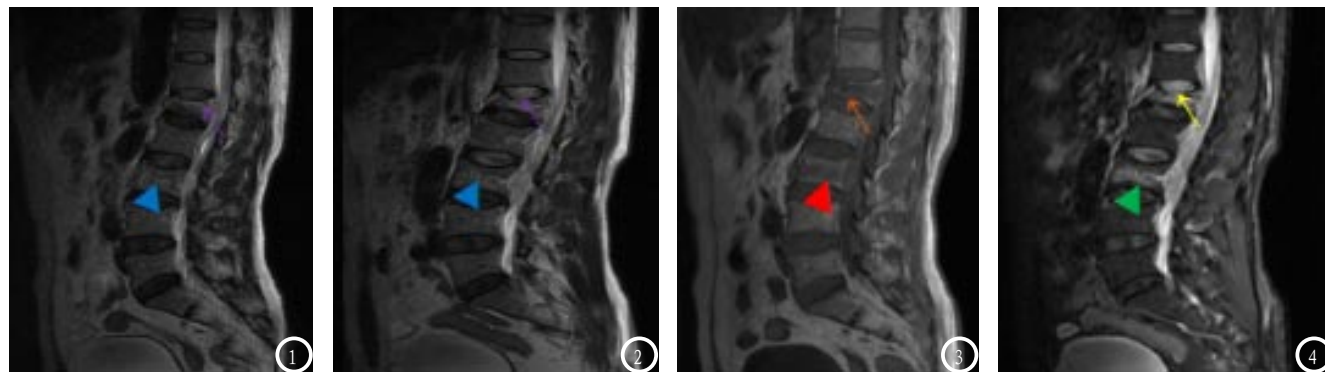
MRI矢状位T2WI图像示L1、L3椎体压缩变扁；图2 T2WI显示病变椎体内局部骨质呈长T2信号改变；图3 T1WI病变呈长T1信号；图4 脂肪抑制STIR序列显示病变呈高信号。
